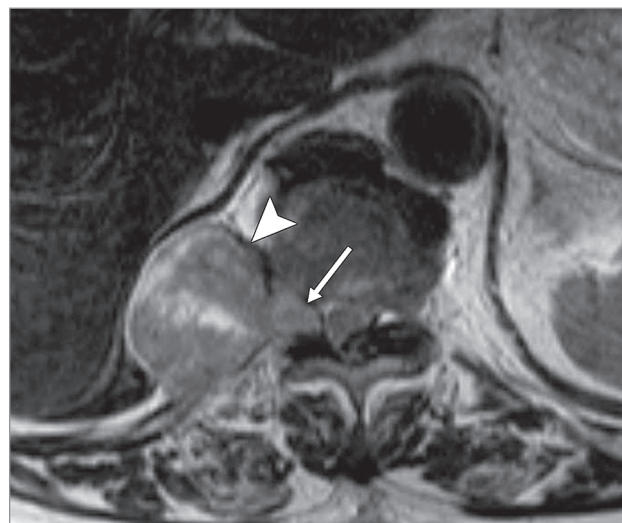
Инвазия нейрогенной опухоли в спинномозговой канал (симптом «песочных часов»), выявленная при магнитно-резонансной томографии (по Nakazono T. et al., 2011 [11])
